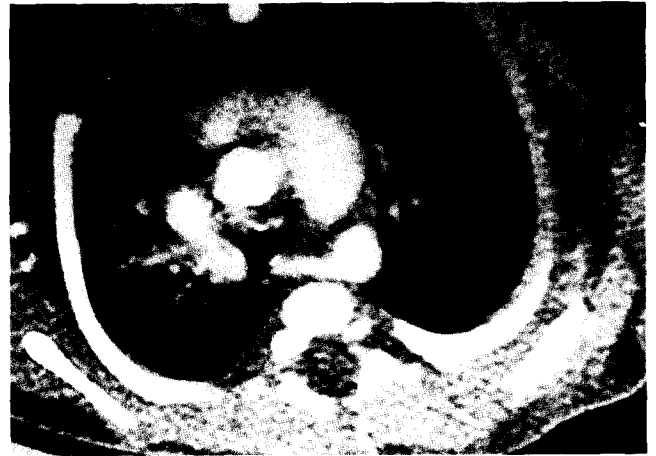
수술전의 흉부 단층촬영. 우측쇄골하동맥이 대동맥궁의 후하방에서 기시하여 우측으로 향하고 있다.
